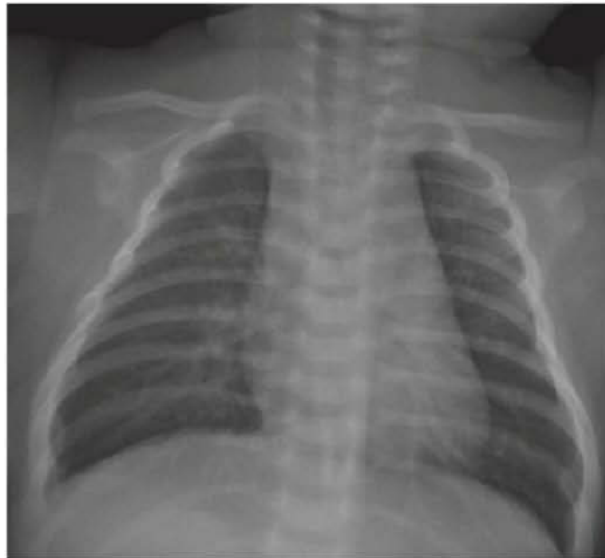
Radiographie de bronchiolite aiguë.
